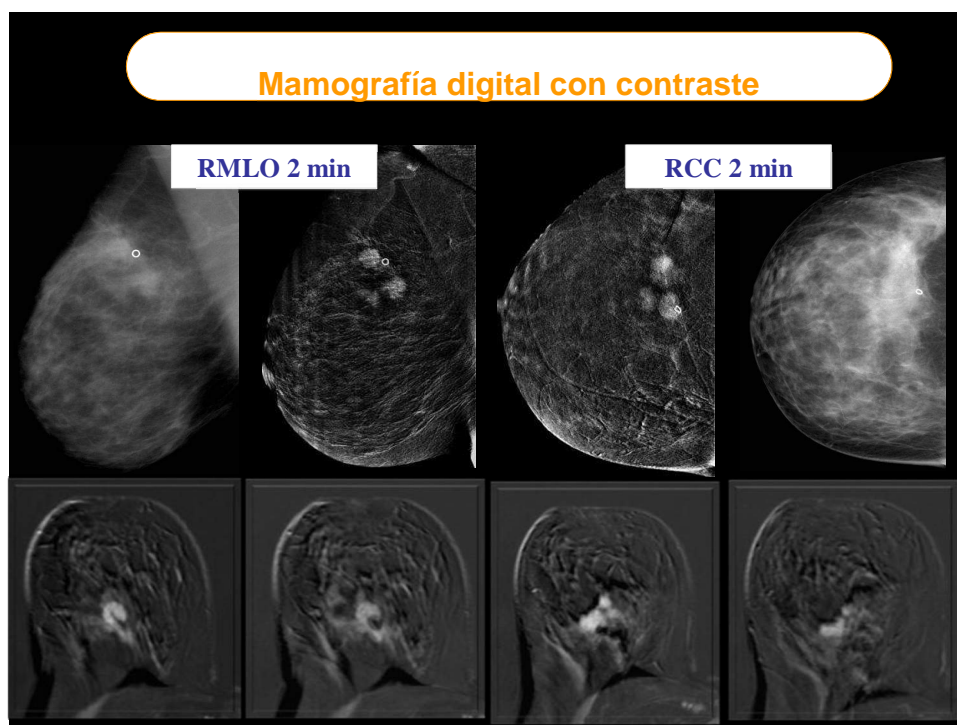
Carcinoma ductal infiltrante multifocal de mama derecha: los hallazgos de la mamografía con contraste son similares a los obtenidos en la Resonancia Magnética.
